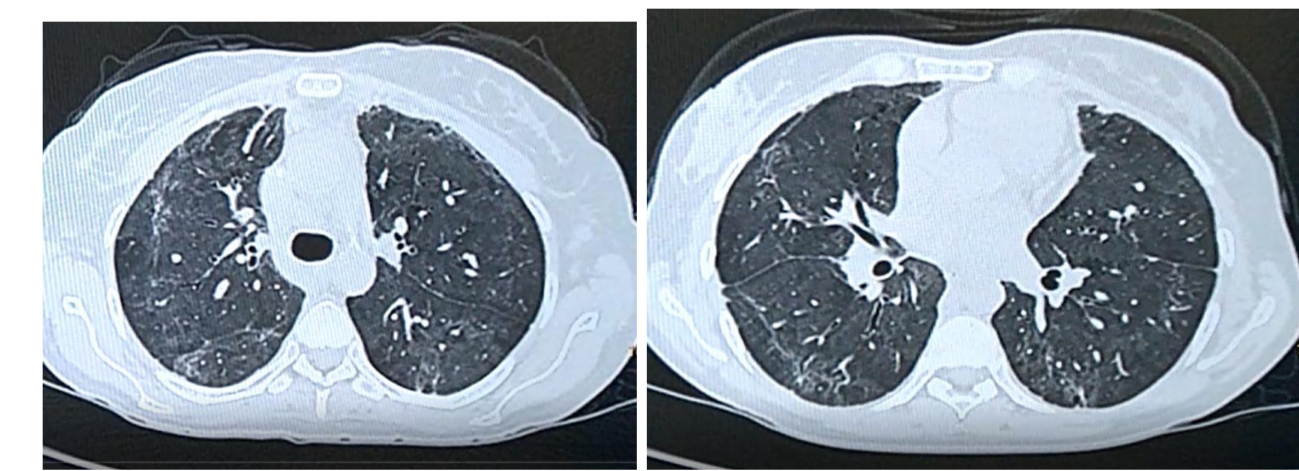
КТ органов грудной полости от 11.02.2021
